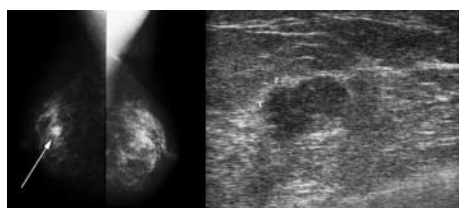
Bilan initial : mammographie et échographie. Masse arrondie du sein droit, à contours partiellement masqués, correspondant en échographie à une masse ovale homogène à contours nets.
